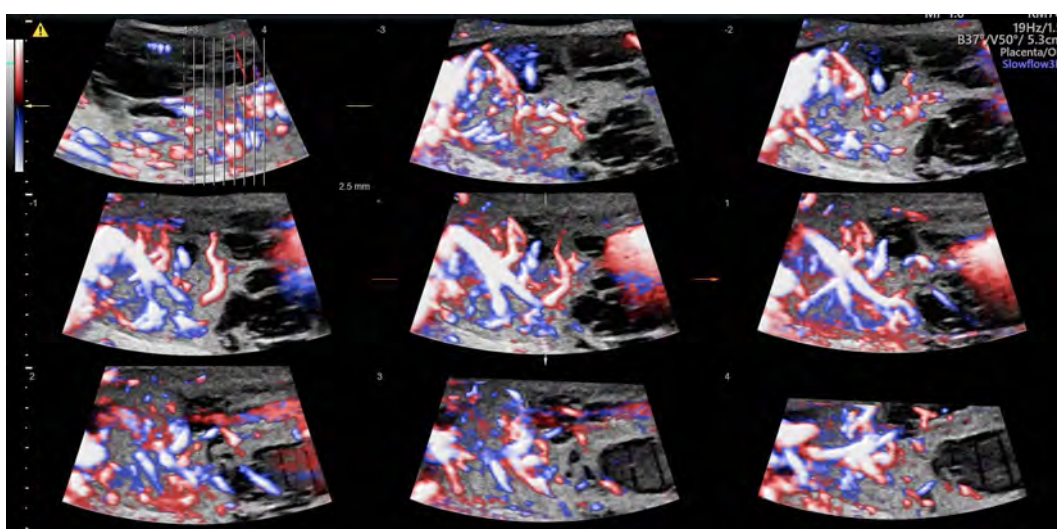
Хорионангиома: томографический режим с ЦДК
